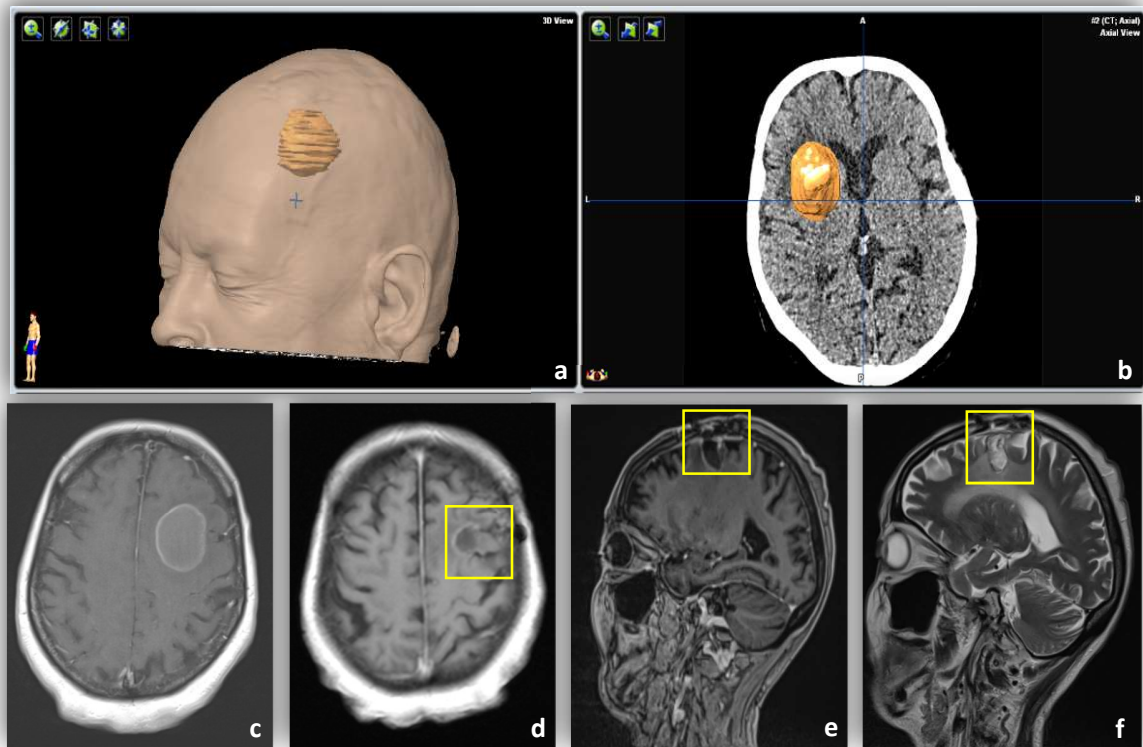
a) und b) Operative Planung mit der Neuronavigation einer EHM frontal links, c) präoperatives MRT des Schädels mit KM, d), e) und f) postoperatives MRT mit KM. Gelb: Resektionshöhle.
